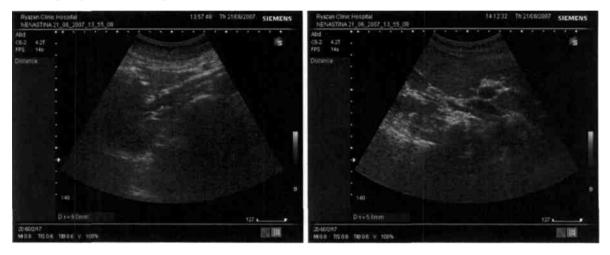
УЗИ основного ствола почечной вены справа у пациентки Н., 37 лет (слева - диаметр правой почечной вены в положении лежа 9,0 мм, справа - в положении стоя 5,0 мм)
